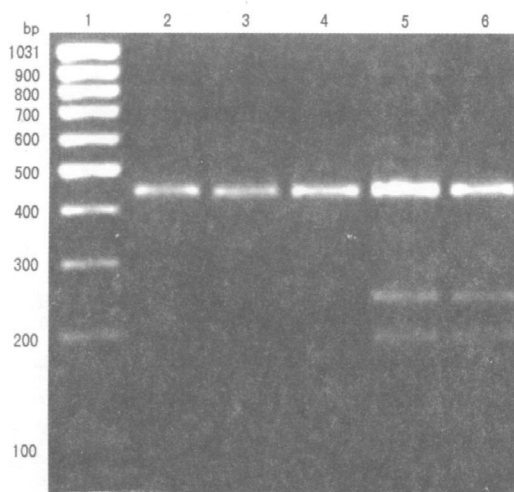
聚合酶链反应产物琼脂糖凝胶电泳 1 为 100 bp DNA Ladder, 2-4 为 CC 基因型, 5 和 6 为 CT 基因型。
